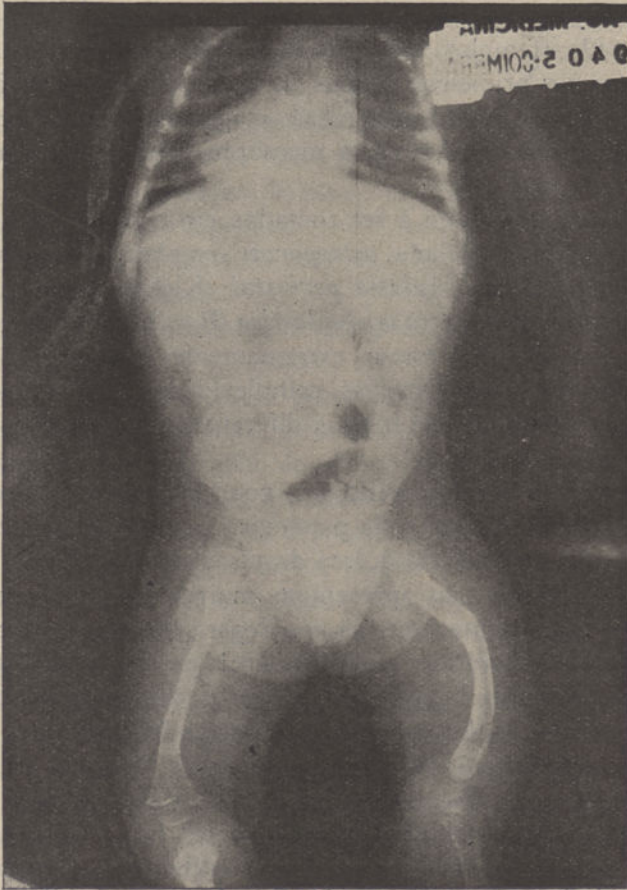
Radiografia feita cinco meses depois
